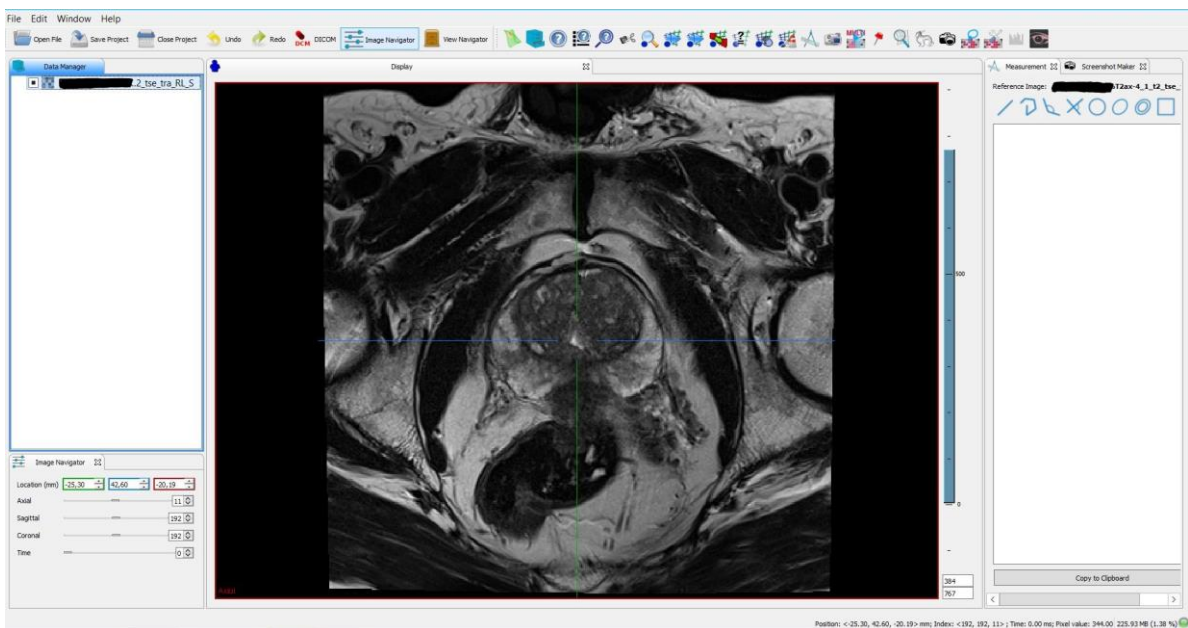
MITK Arbeitsoberfläche: Dargestellt ist die Hauptoberfläche im axialen Fenster einer Prostata-MRT. Die Anzeige der aktuellen Position befindet sich in der linken unteren Ecke und Symbole einiger Werkzeuge am oberen Rand. Quelle: eigene Abbildung
